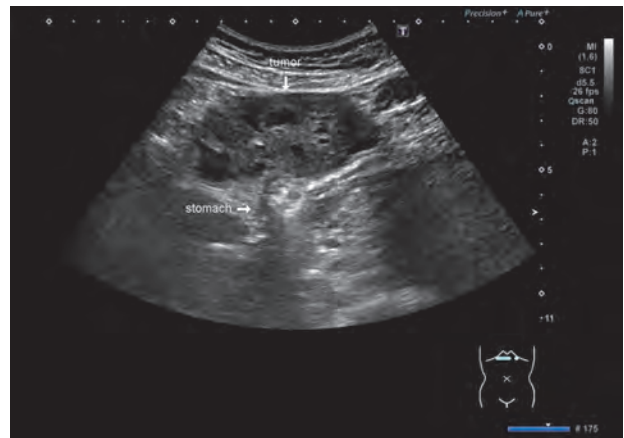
腹部超音波検査 心窩部横走査 (正中横走査)
